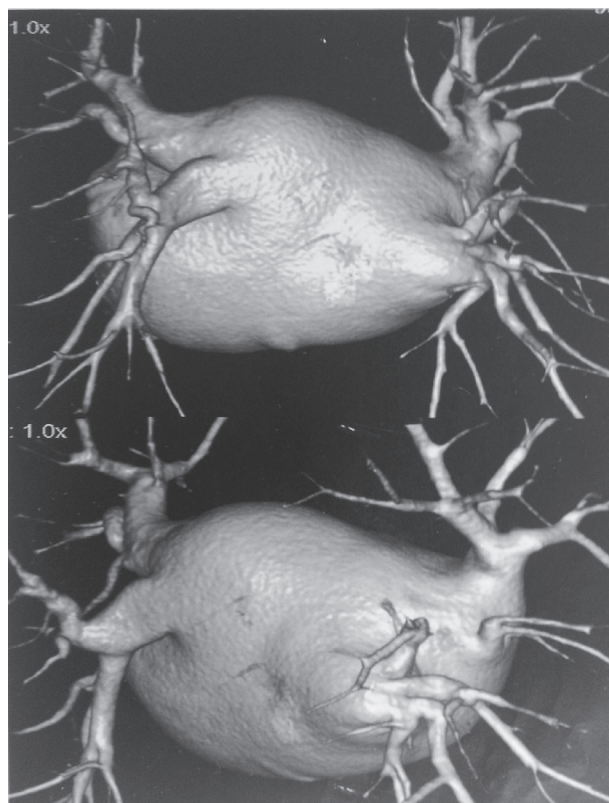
Снимок компьютерной томографии увеличенного левого предсердия пациентки 3. (71 год)
